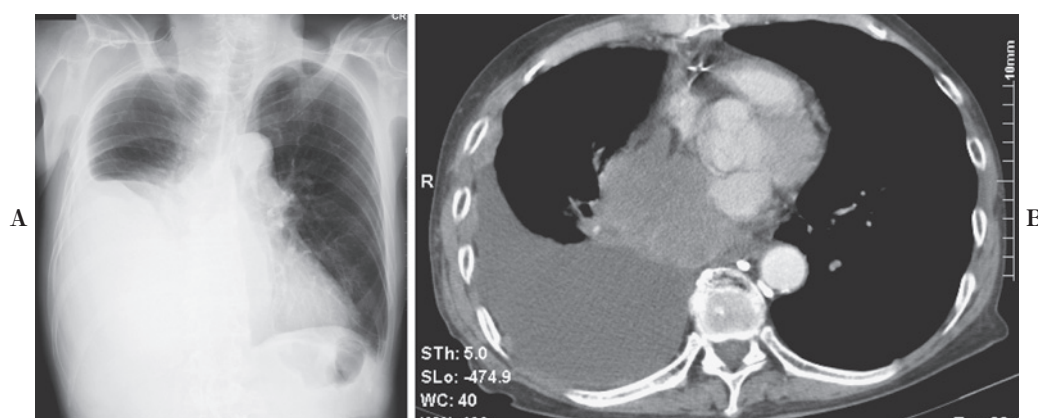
A) A chest X-ray film showing right massive pleural effusion. B) A chest CT scan revealed a 7-cm tumor in the middle and lower lobe of the right lung, with right pleural effusion.
